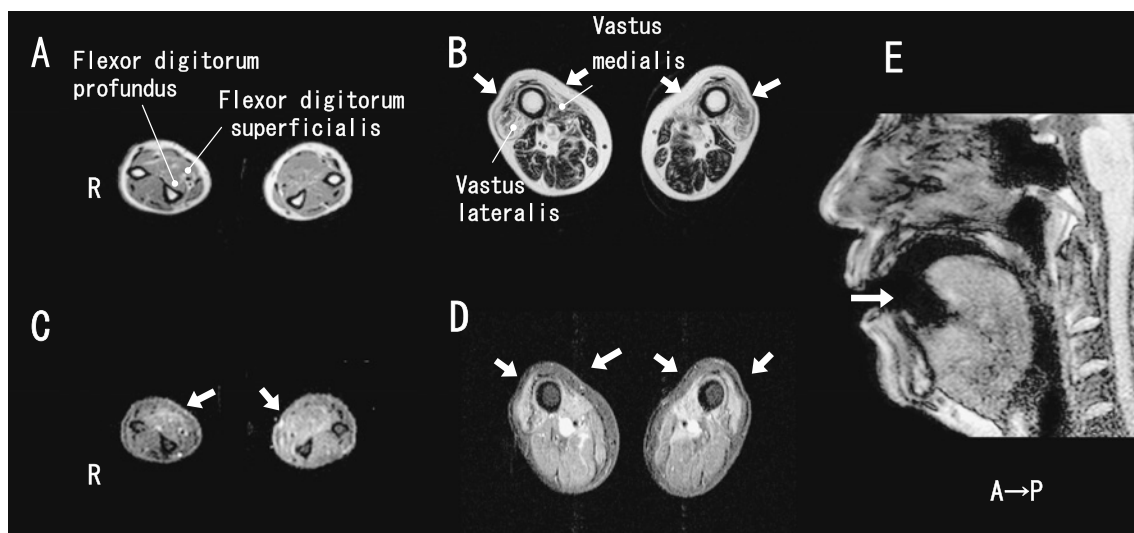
Muscle magnetic resonance imaging (MRI) of the forearms, the thighs, and the tongue (T₂-weighted images of the forearms (A) and the thighs (B). Short T₁ inversion recovery images (STIR) of the forearms (C) and the thighs (D). T₁-weighted image of the tongue (E). In Fig. 2 (B), bilateral quadriceps muscles demonstrated marked atrophy. High intensity was noted in the flexor digitorum profundus muscles (Fig. 2 (C)), vastus medialis and vastus lateralis muscles (Fig. 2 (D)). In Fig. 2 (E), The tongue appeared to be atrophic, apart from the soft palate above.
